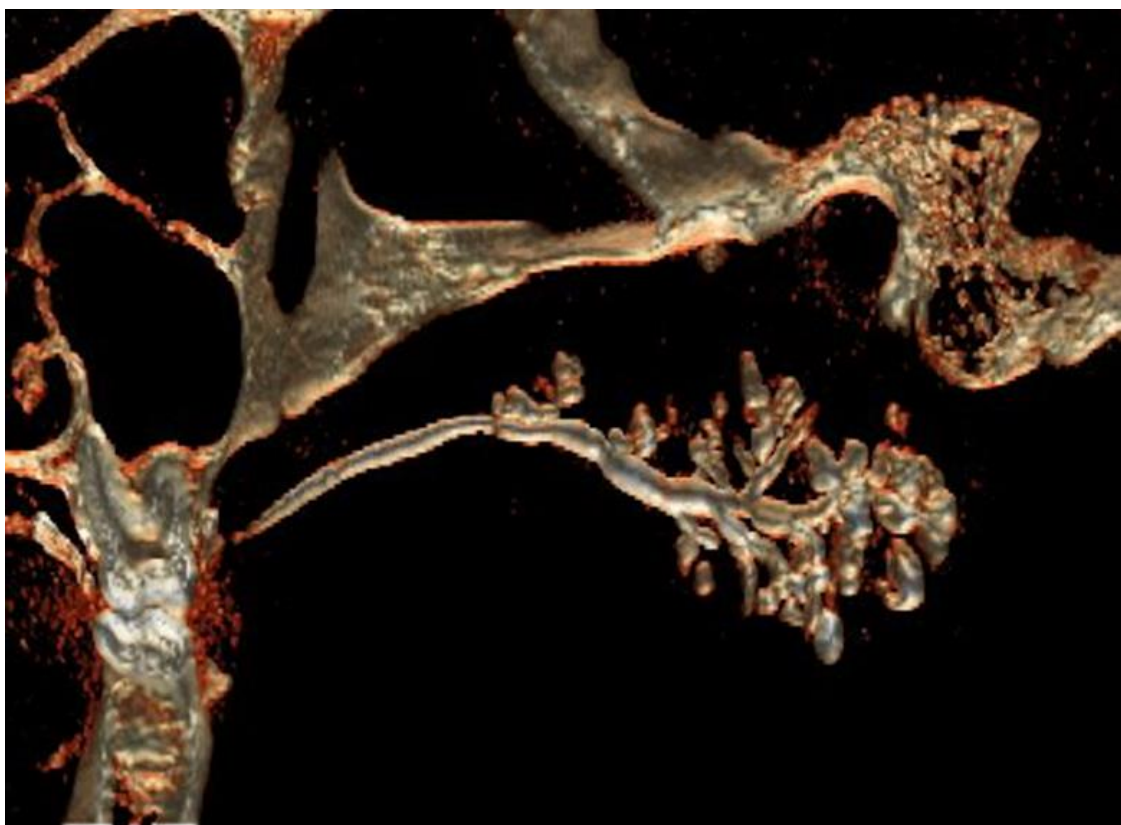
Ребенок Р-ев, 8 лет. МСКТ околоушной слюнной железы у пациента. Срез основного выводного протока и протоков 1 порядка. Диагноз: хронический паренхиматозный паротит.
